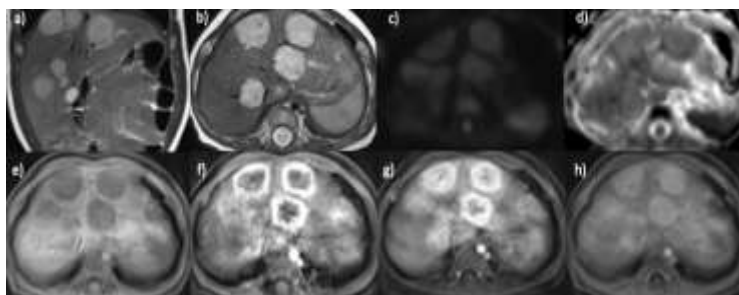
Пациент, 4 месяца, гемангиоэндотелиомы. МРТ а) в коронарной проекции; б-ф) в аксиальной проекции с динамическим контрастированием с внеклеточным контрастным препаратом (Гадодиамид): а) Т2ВИ; б) Т2ВИ; в) ДВИ с фактором взвешенности 800; д) ИКД-карта; е) Т1vibe до введения контрастного препарата; ф) Т1vibe артериальная фаза; г) Т1vibe венозная фаза; г) Т1vibe отсроченная фаза (5 минут)
